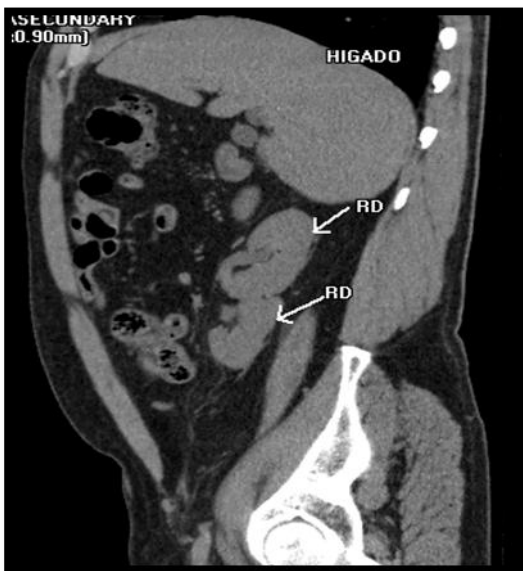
Tomografía axial computarizada. Corte sagital
